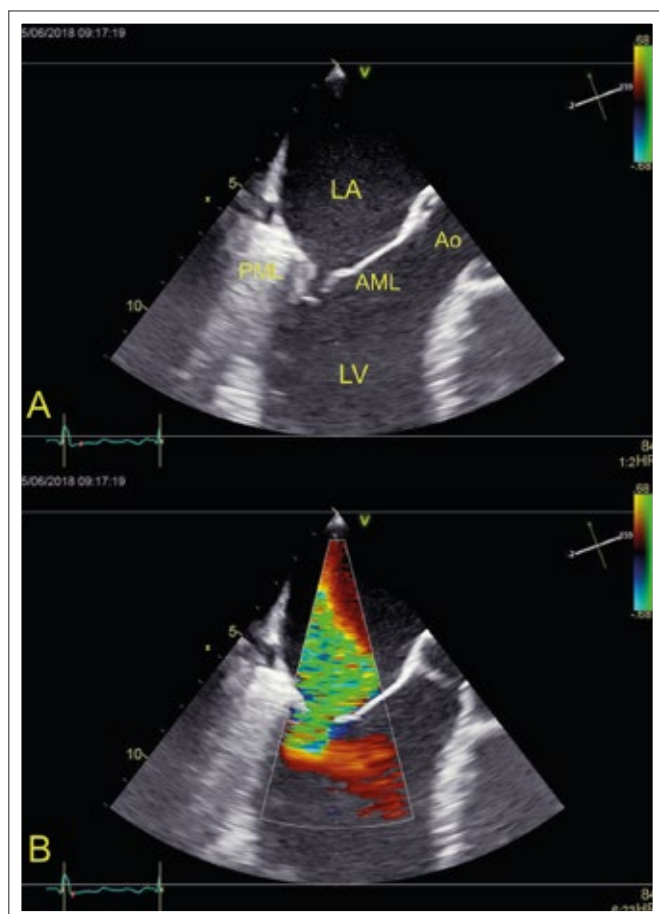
TEE ohne (A) und mit (B) Farbdoppler. Hochgradige Mitralinsuffizienz bei Fibrose und Restriktion des posterioren Mitralsegels. LV: linker Ventrikel, LA: linker Vorhof, PML: posteriores Mitralsegel, AML: anteriores Mitralsegel
